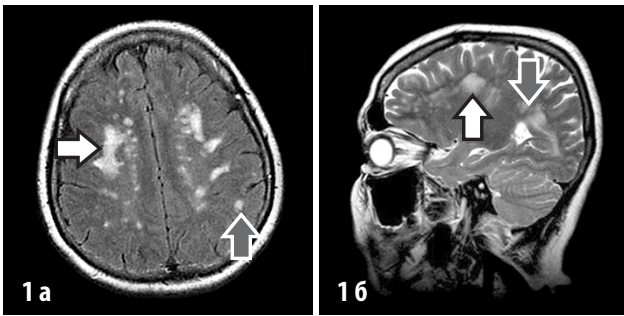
FLAIR аксиальная проекция
